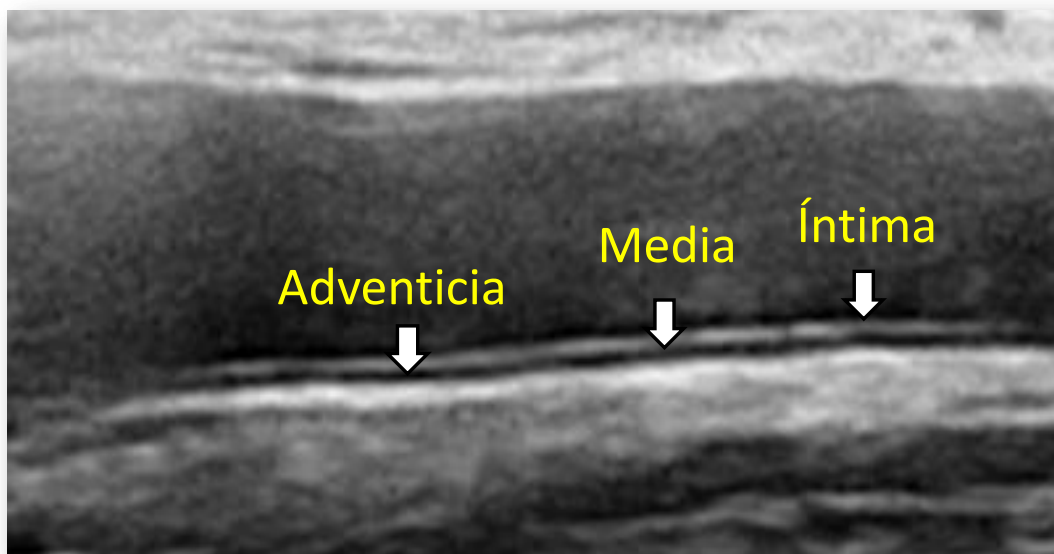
Ecografía de carótida. Se identifican las capas del endotelio vascular: capa íntima, capa media y adventicia de la arteria.
